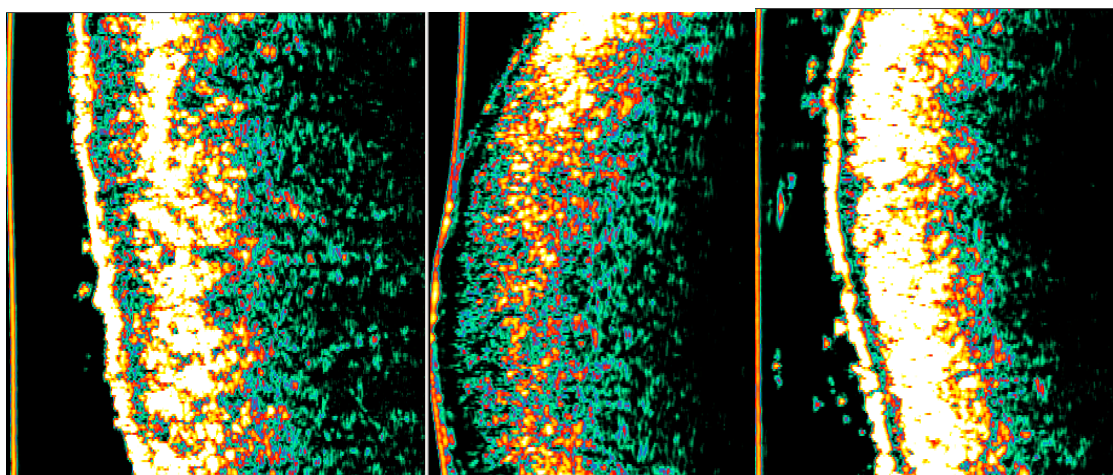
УЗИ слизистой нижней губы пациентки 30 лет
